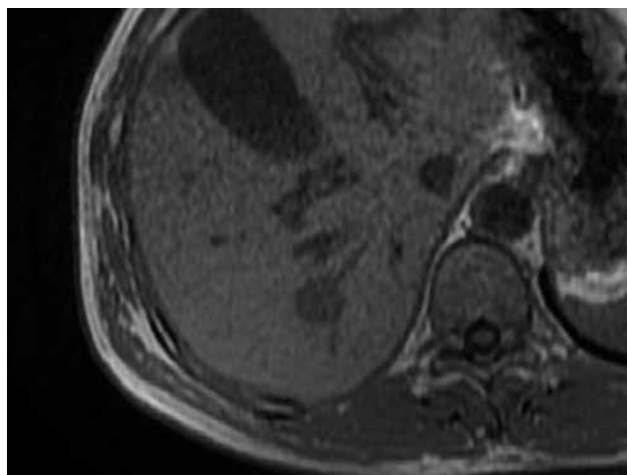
c MRI GRE T1強調画像 in phase
